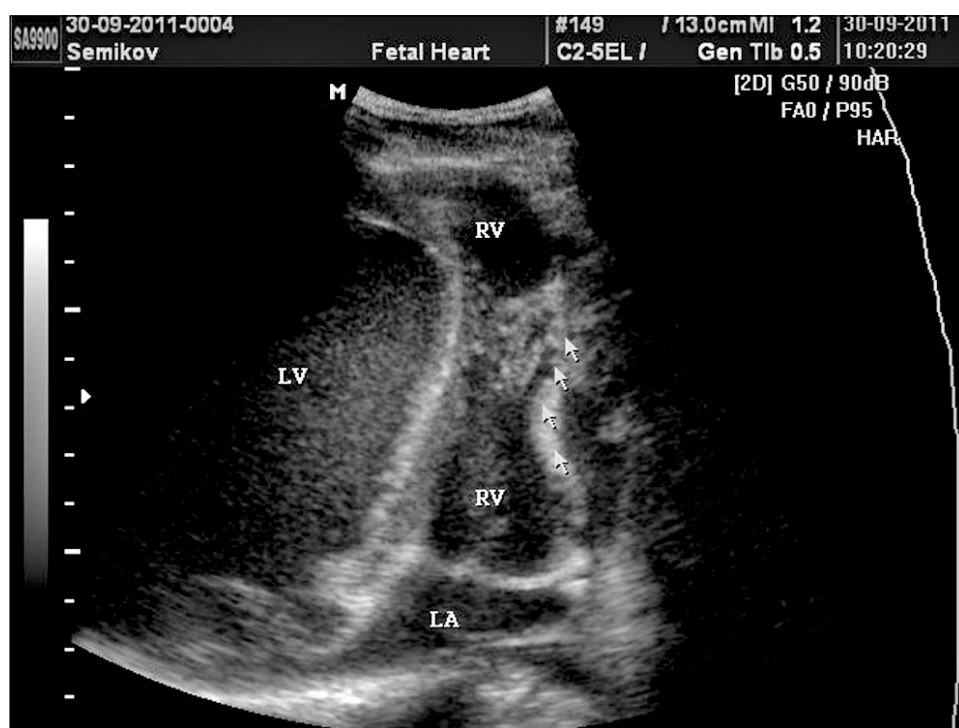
Эхокардиограмма 4.
